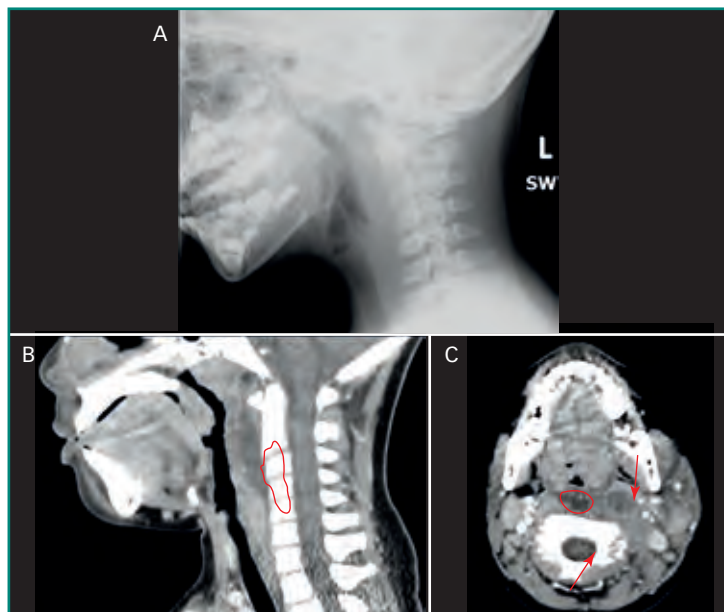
Absceso retrofaríngeo. Varón de cinco años de edad con fiebre alta, estridor y marcado dolor a la palpación cervical anterior. A: muestra una radiografía lateral de la vía aérea, con ensanchamiento anormal de partes blandas prevertebral; B: corte sagital, y C: corte axial de una tomografía computarizada con contraste endovenoso del mismo paciente, adquirida el mismo día. En ella se puede identificar una colección de líquido con realce en anillo (*línea roja*), centrada en el espacio retrofaríngeo y parafaríngeo izquierdo, compatible con un absceso. También se pueden observar adenopatías locorregionales (*flechas rojas*).
